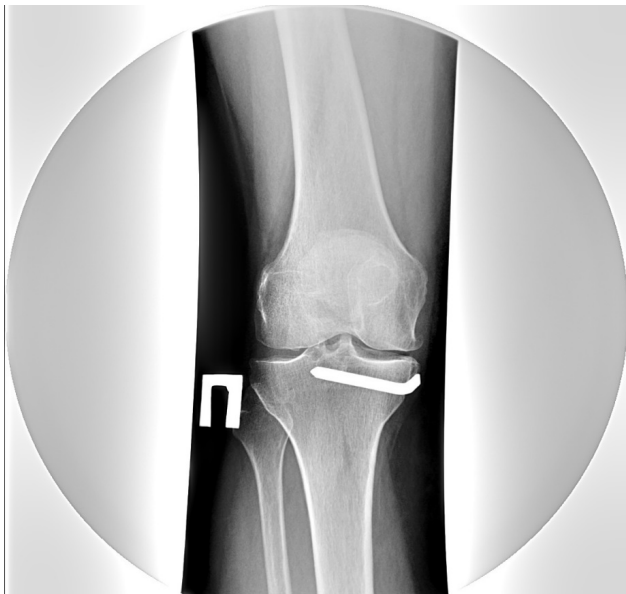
Рентгенограмма коленного сустава больной Б. через 5 лет после имплантации электретьного стимулятора
